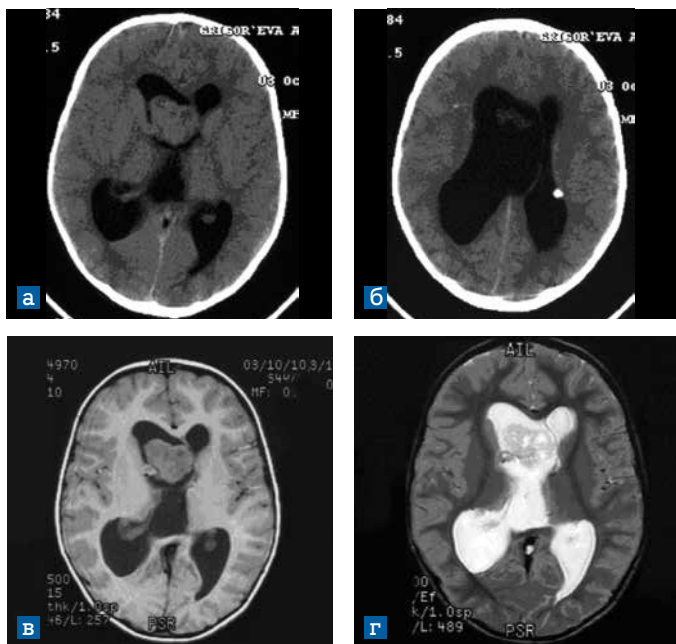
СЭГА области отверстия Монро и переднего рога правого бокового желудочка: а, б) КТ до и после введения контраста: изоденная опухоль, выраженная асимметричная гидроцефалия; в, г) МРТ (Т1,Т2) до введения контрастного вещества
